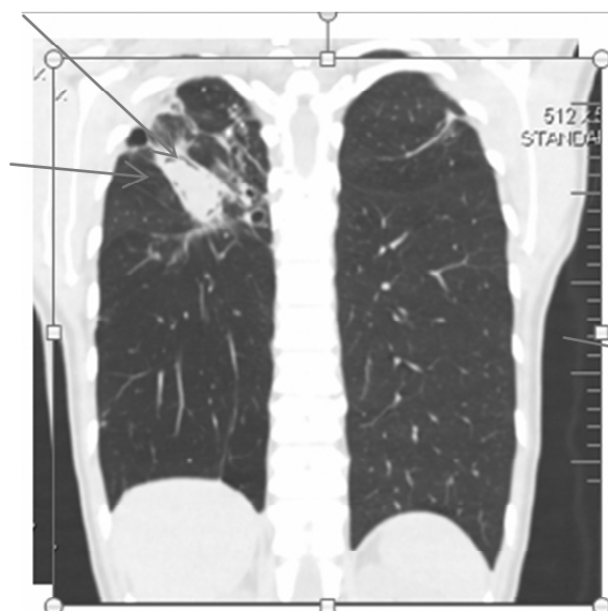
КТ легких больной С. Верхняя стрелка указывает на воздушную прослойку симптом венчика. Нижняя стрелка указывает на грибной комок-bissuss.
